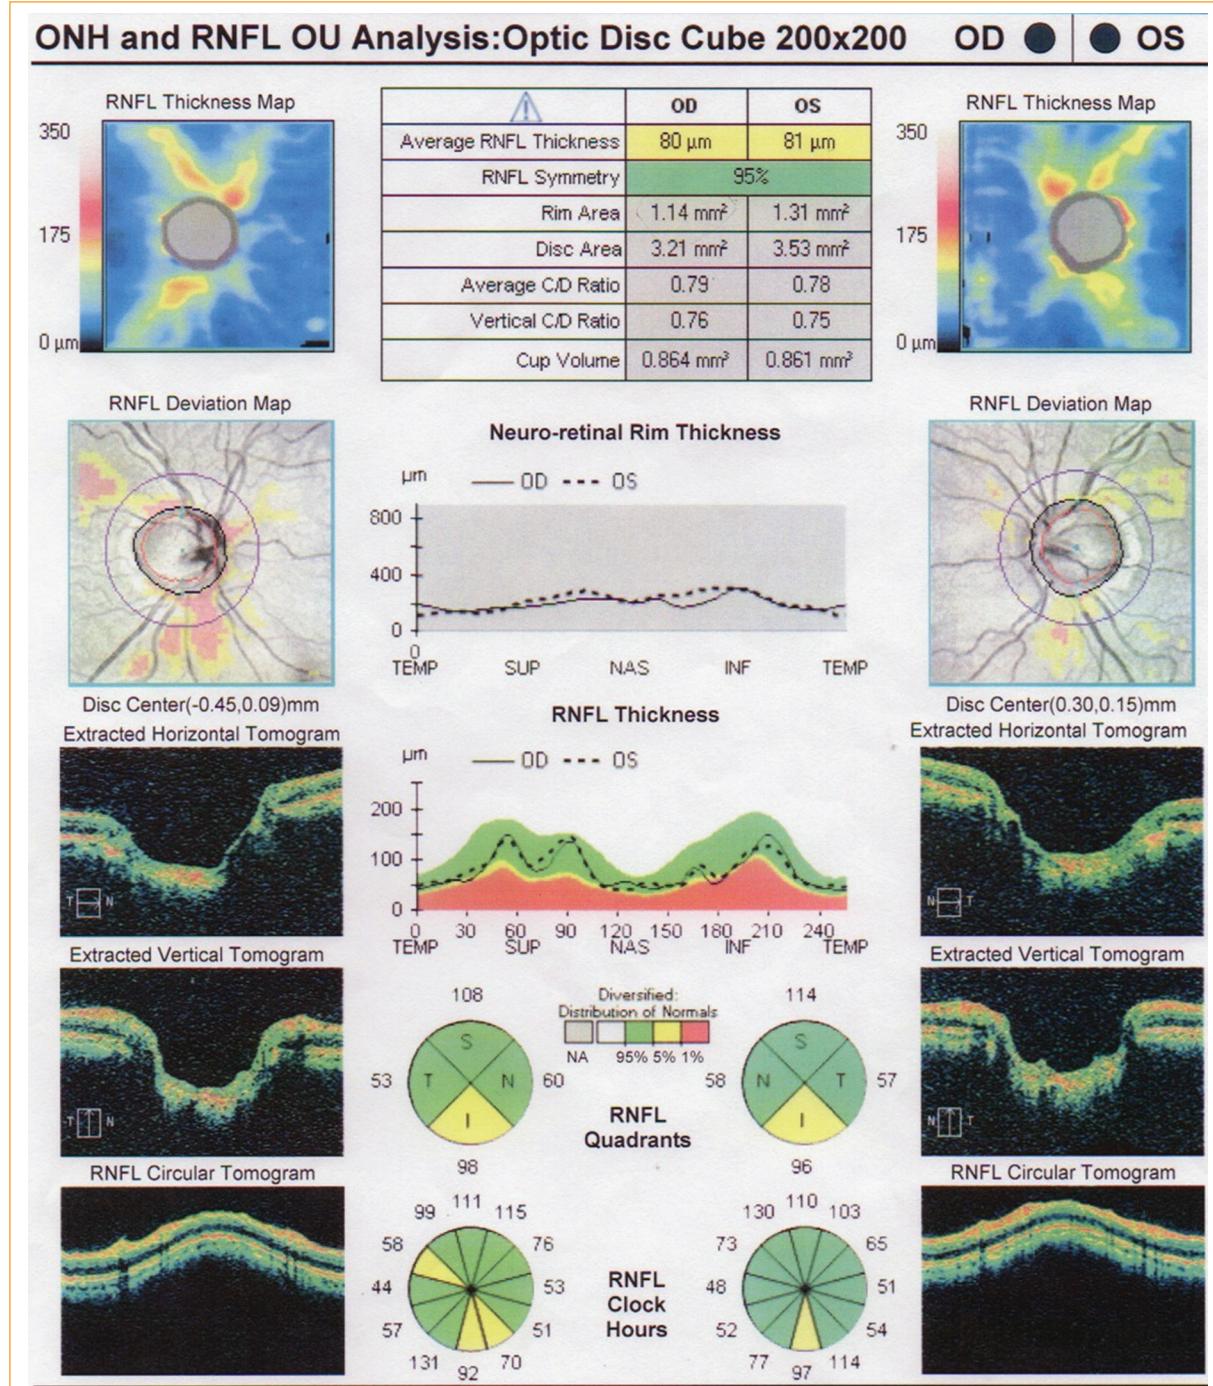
Tomografía de coherencia óptica de la capa de fibras nerviosas de la retina 80/81 µm; AD: 3.21/3.53 mm²; AB: 1.14/1.31 mm²; CCG 96/70 µm.
